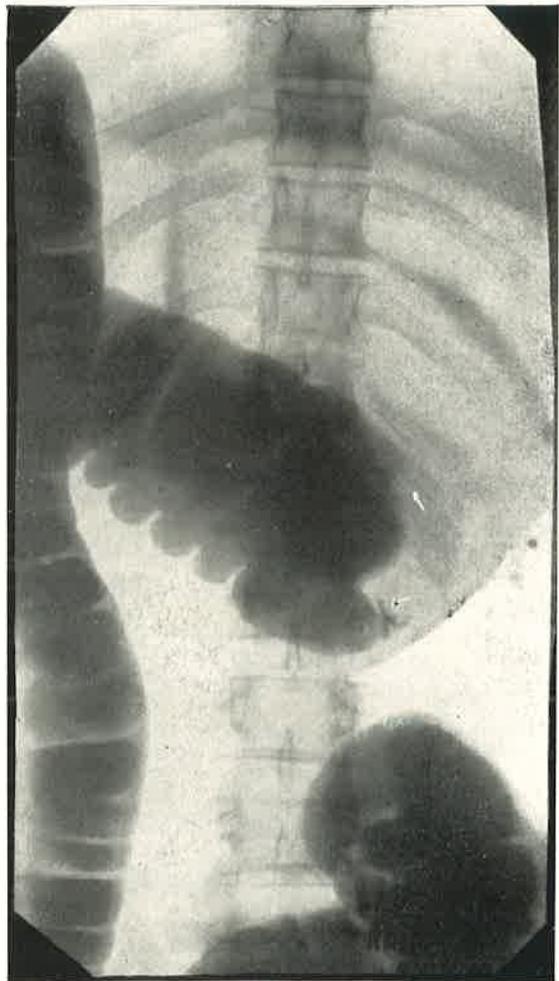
n.º 1 — Radiografia tirada a 12.3.1946 por enema opaco.
